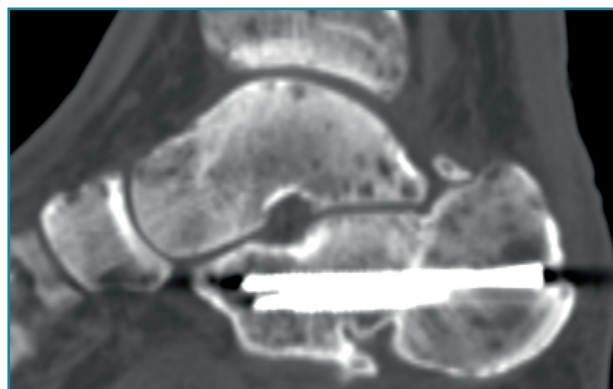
Tomografía postoperatoria (corte sagital) del tobillo izquierdo.
